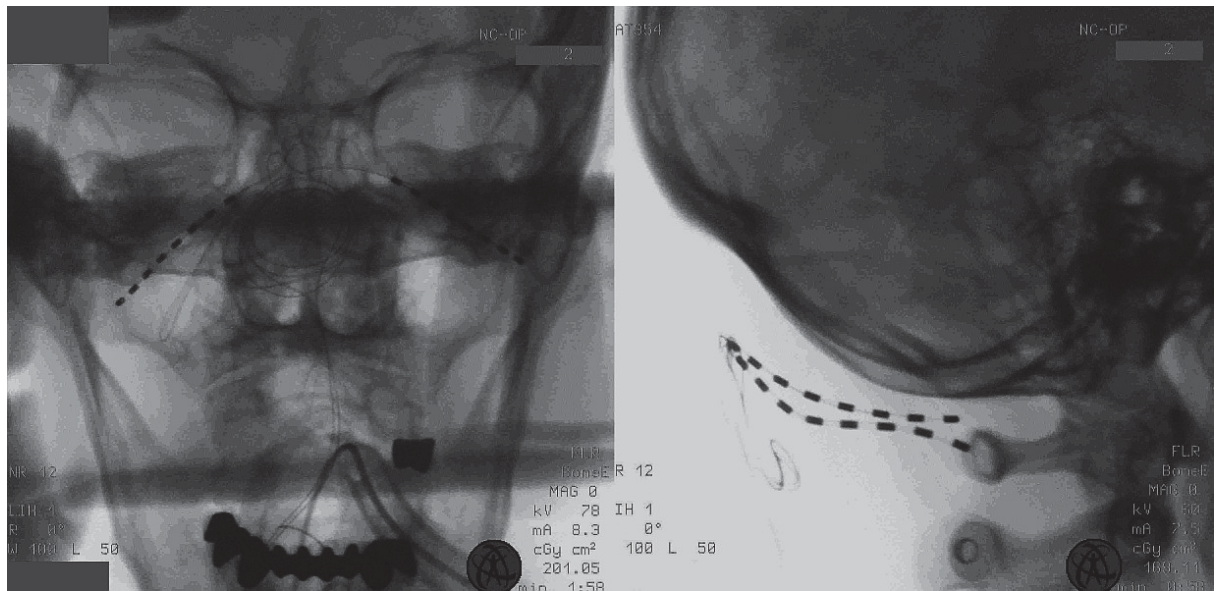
Postoperative Elektrodenposition; Röntgenaufnahme a.p. und lateral (Slotty 2015 (b))
